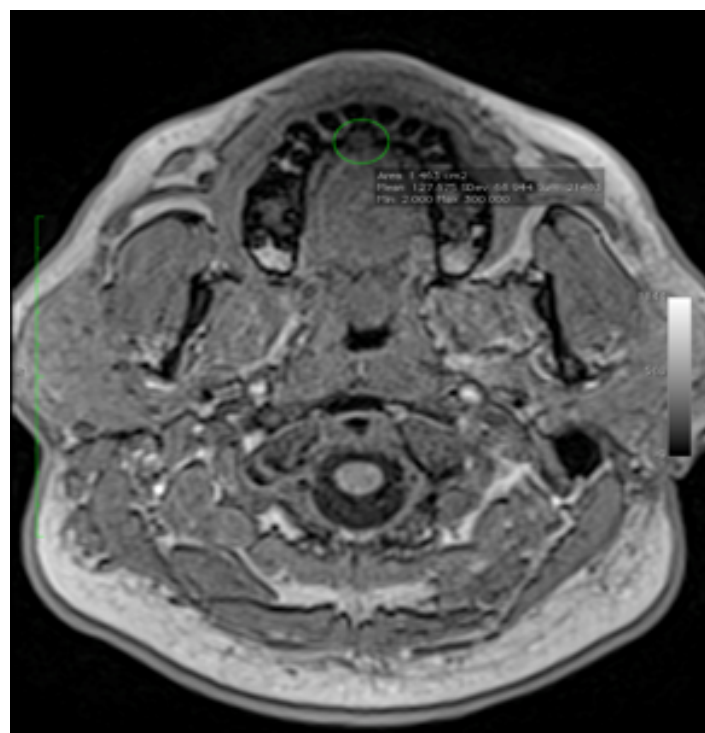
Axiale MRT Schichtaufnahme mit Darstellung einer nasopalatinalen Zyste des in Abbildung 29 dargestellten 47-Jährigen männlichen Probanden
